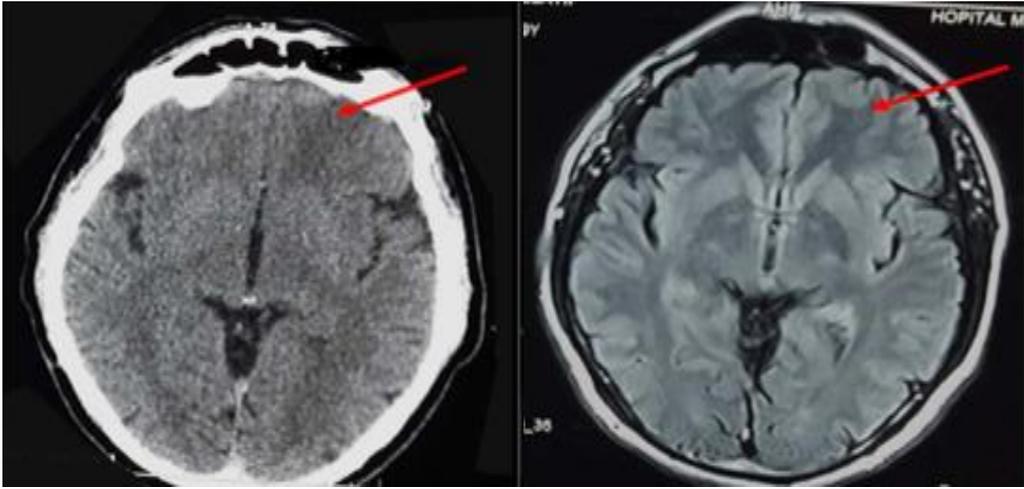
TDM cérébrale avant/IRM cérébrale en séquence pondérée T2 FLAIR selon un plan axial (23/11/16) après un traitement à base de la corticothérapie orale et anticoagulant : montre une résolution des lésions observées sur la TDM cérébrale initiale.
